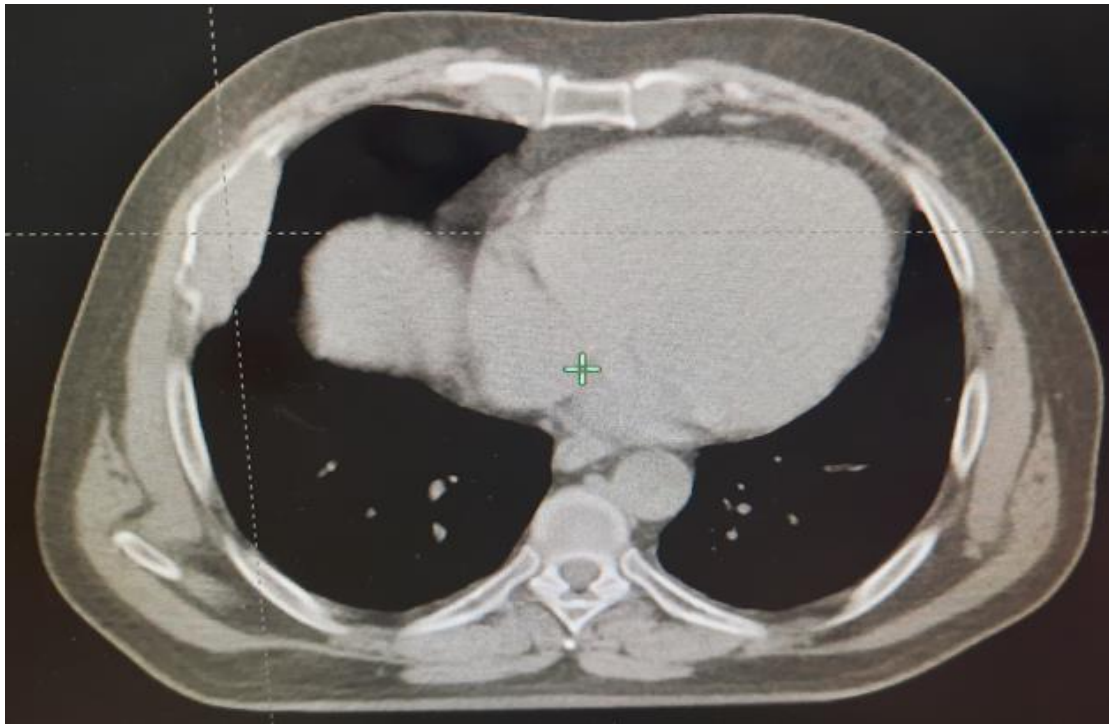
TDM thoracique montrant une masse tissulaire, centrée sur l'arc moyen de la 5ème côte droite hétérogène.
